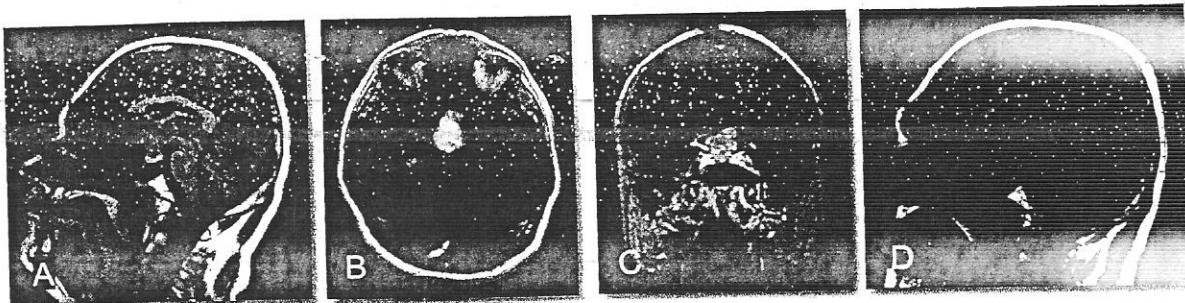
Meningiom de tubercul selar – IRM craniian.
